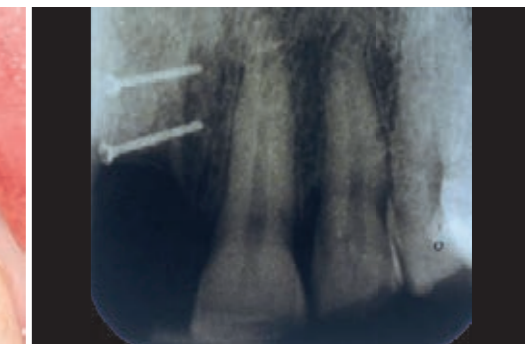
Die exakte Fixierung des Augmentats durch zwei Mikroschrauben wird mithilfe eines Röntgenbildes kontrolliert.
